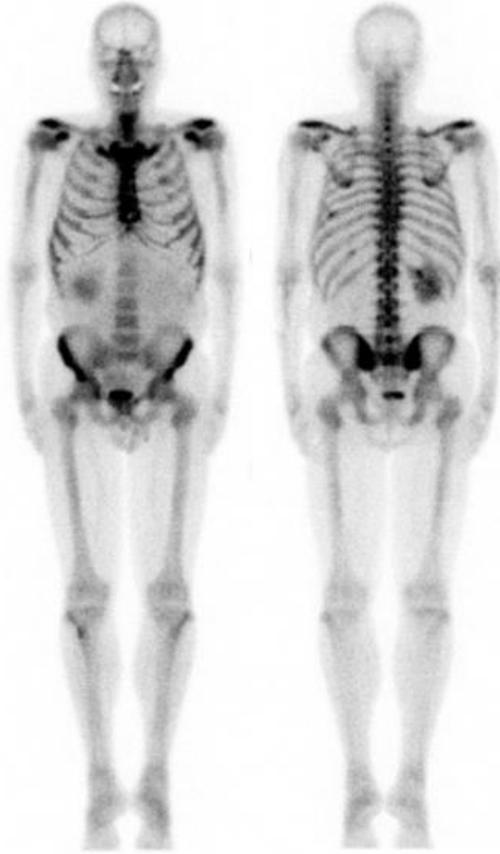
La scintigraphie osseuse [91]
